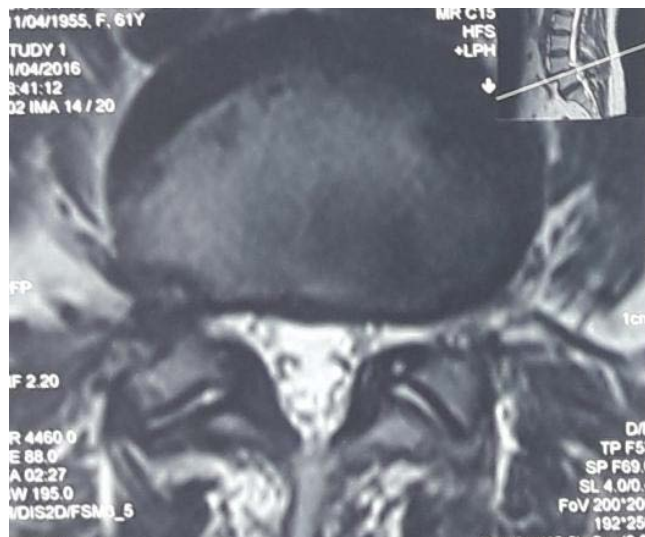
IRM du rachis lombosacré montrant une saillie discale d'allure conflictuelle avec la racine de L5
